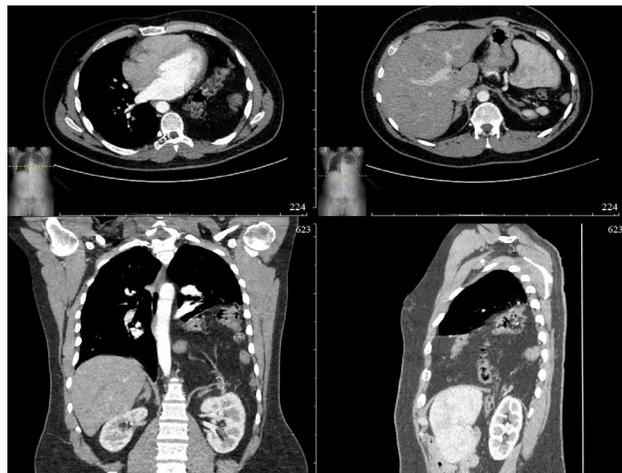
МСКТ ОГК. Пояснения даны в тексте
